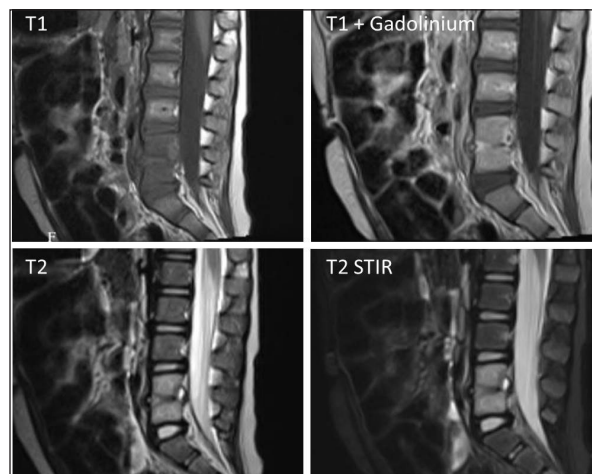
RMN de la colonne vertébrale lombosacrée en coupes sagittales. (A) Séquence T1; (B) Séquence T1 avec injection de Gadolinium; (C) Séquence T2; (D) Séquence STIR (Short T1 Inversion Recovery) : séquence caractérisée par une suppression du signal provenant de la graisse et un rehaussement de l'œdème. Visualisation d'un œdème des corps vertébraux L4-L5 caractérisé par un signal hyper-T2 et hypo-T1, associé à une importante perte de hauteur du disque L4-L5 et d'un fuseau paravertébral antérieur.
